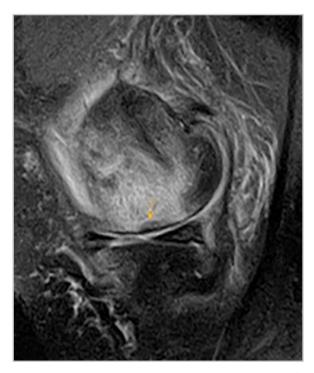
MP-томограмма (PD-FS-BИ). Субхондральный перелом недостаточности. Линия перелома (указана стрелкой)
